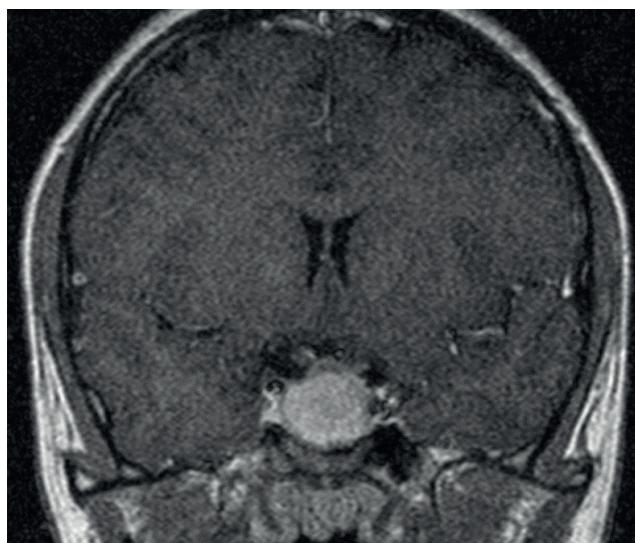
МРТ головного мозга, до лечения (коронарная проекция, 2019 г.)
